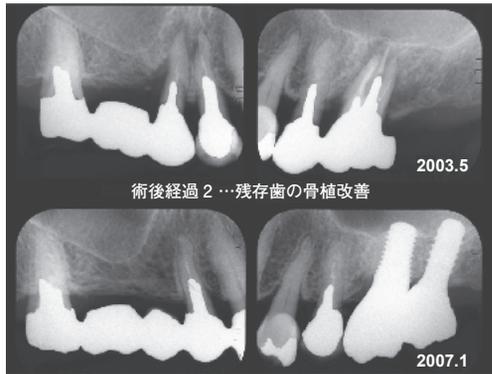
Dental X-ray after prosthetic treatment (2007.1)
